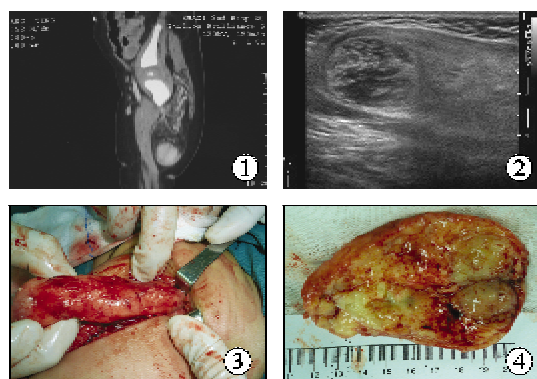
增强 CT 检查提示右侧股骨后方混杂密度肿块, 以脂肪及明显强化软组织密度为主。图 2 彩超提示右侧大腿后方肌层内稍强回声团, 边界较清楚, 形态较规则, 部分区域呈蜂窝样改变, 内见点线状血流信号。图 3 术中见右侧大腿后方股二头肌、半腱肌、半膜肌之间有 3 cm × 3 cm × 8 cm 大小包块, 上达坐骨结节平面, 下至大腿中段, 质韧, 包膜完整, 与周围组织分界较清楚。图 4 剖开肿瘤, 见切面呈鱼肉样, 淡红色, 可见灶性黄色变性。
